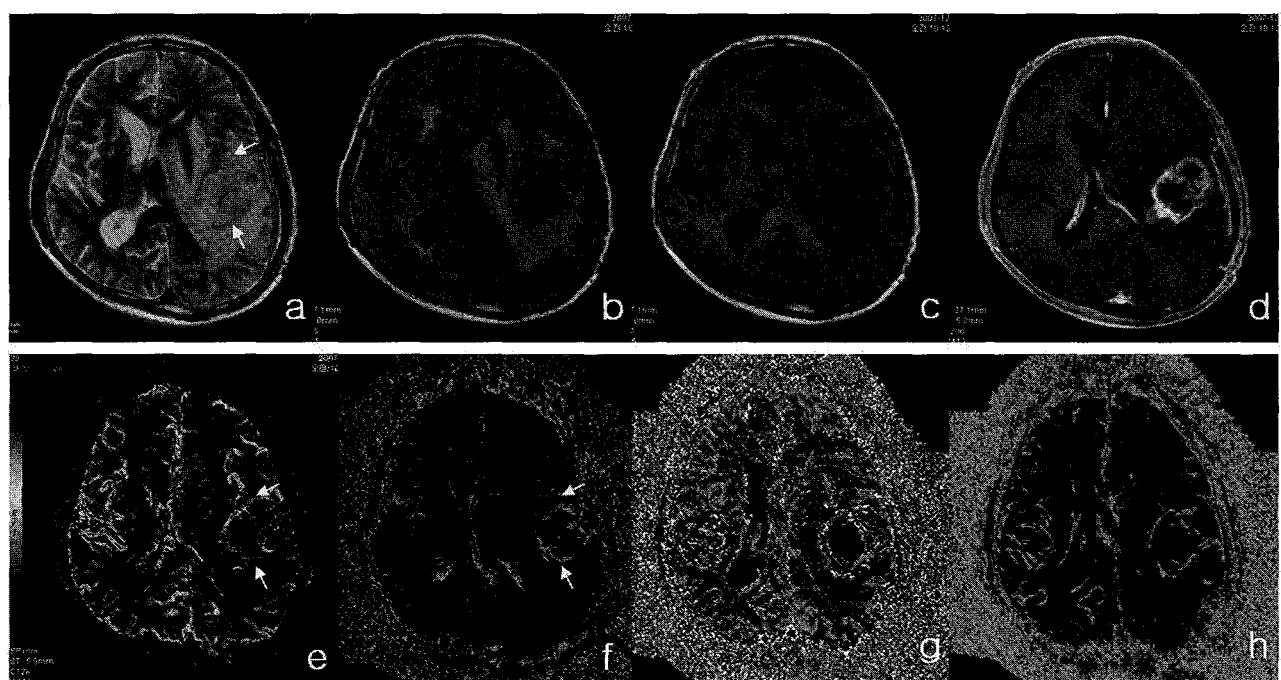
Glioblastoma in a 70 year old man. Conventional T2-weighted image(a), FLAIR image(b), pre T1-weighted image(c), post contrast T1-weighted image(d), rCBV(e), Permeability map image(f), rCBF-rSVD image(g), rCBV-rSVD image(h). The Permeability ratio of the lesion was 22.00.
